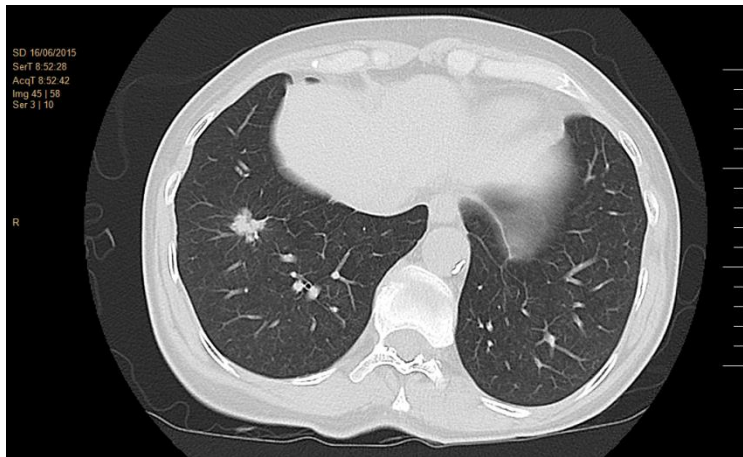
Tall axial d'una TC toràcica en finestra parènquima d'un pacient amb un nòdul pulmonar a lòbul inferior dret sospitós de CP. (Font pròpia)
